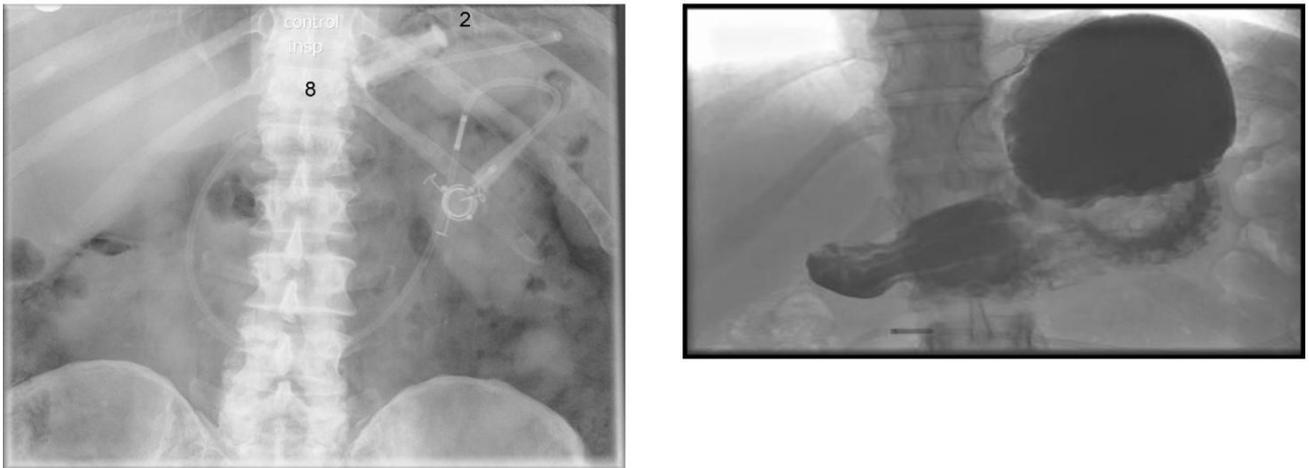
Banda gástrica en posición normal en 2mi Posición de las 8 en punto en la radiografía simple. Aumento de la bolsa gástrica asociado con el deslizamiento de la banda.
